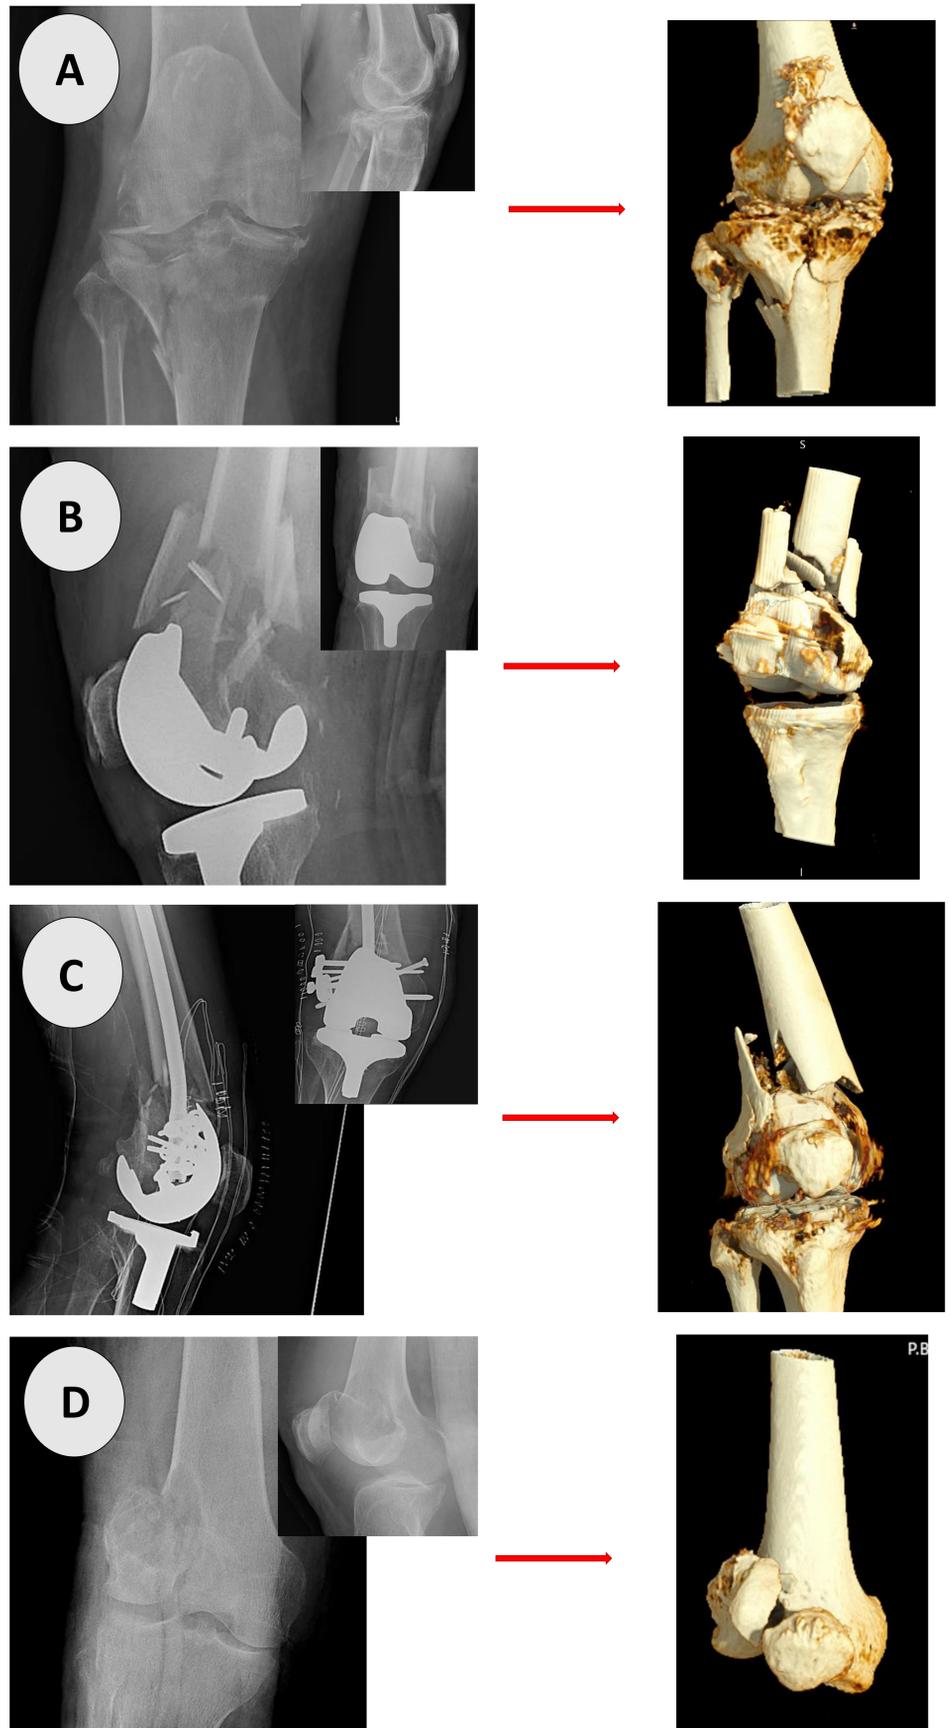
Radiografías pre-protetización.
